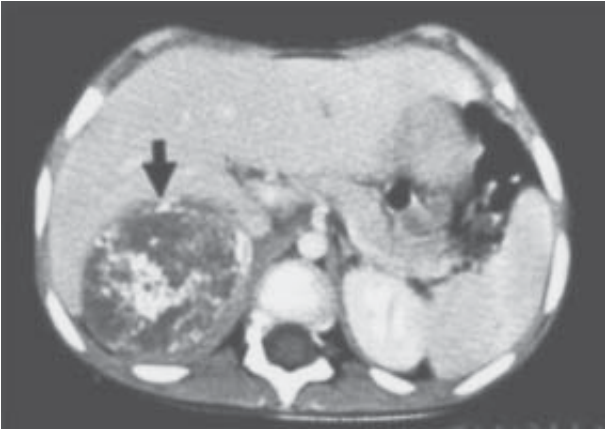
Нейробластома заочеревинного простору. Комп'ютерна томографія
